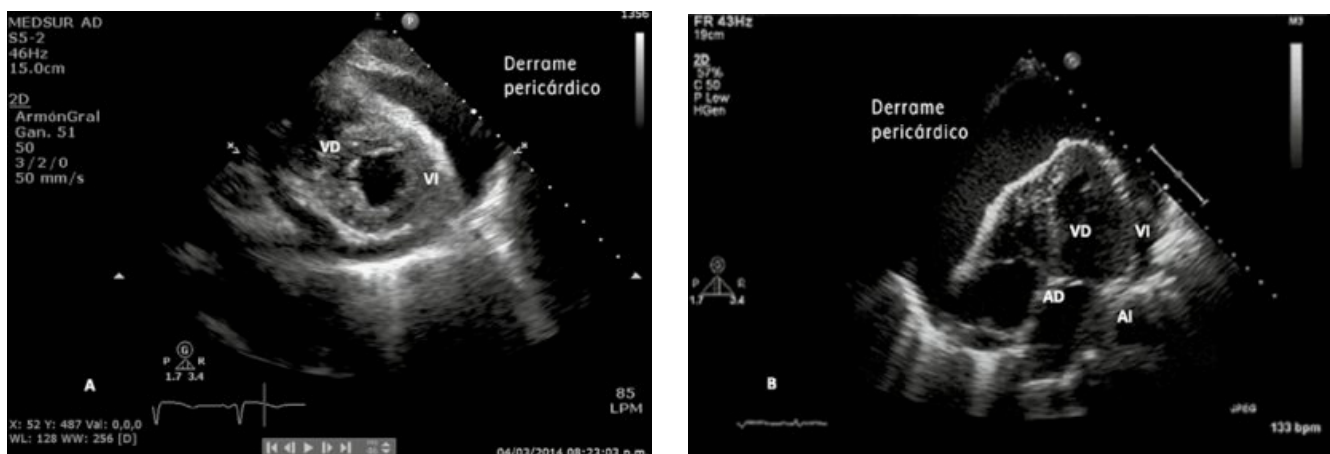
Ecocardiograma de una tamponade cardíaco: A) ventana paraesternal eje corto donde se observa el derrame pericárdico el cual limita la contractilidad del VD. B) Ventana subxifoidea donde observamos un gran derrame pericárdico con compresión del VD.
